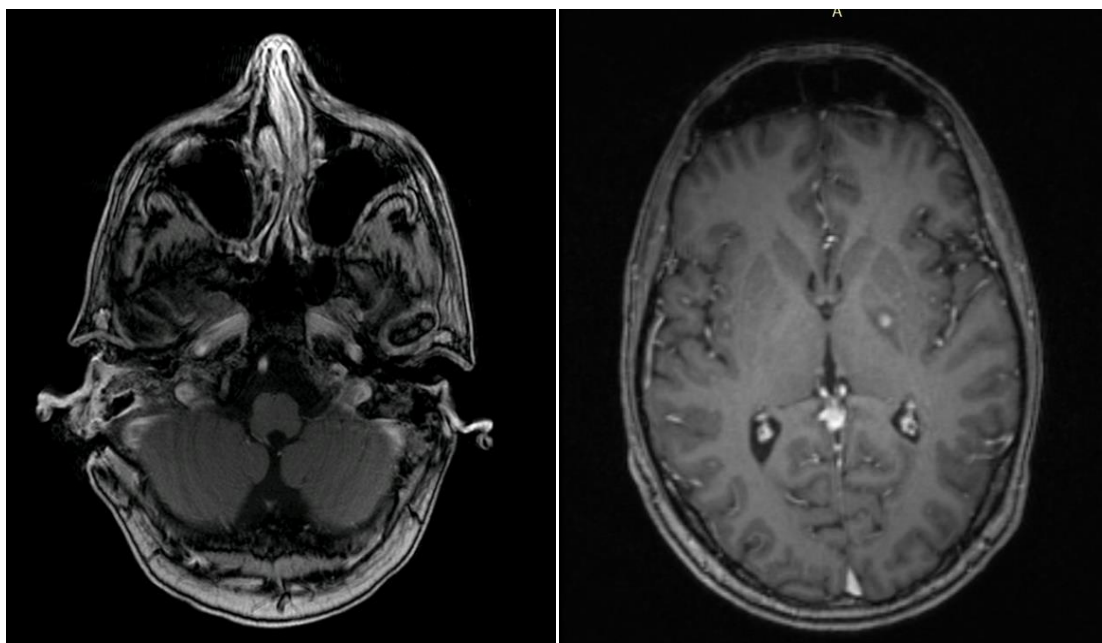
Специфическое (связанное с заболеванием) поражение головного мозга у пациента с ХМЛ (результаты МРТ)
